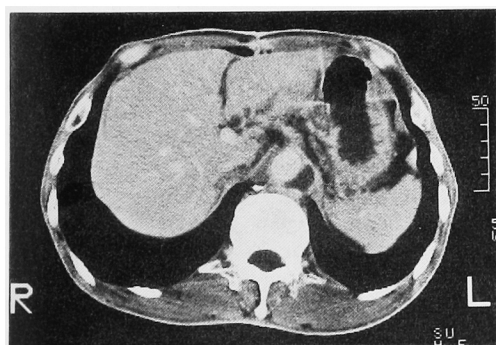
CT at about one month after the operation. Dissecting area of whole abdominal aorta was not imaged. It has changed to low absorbable area.
